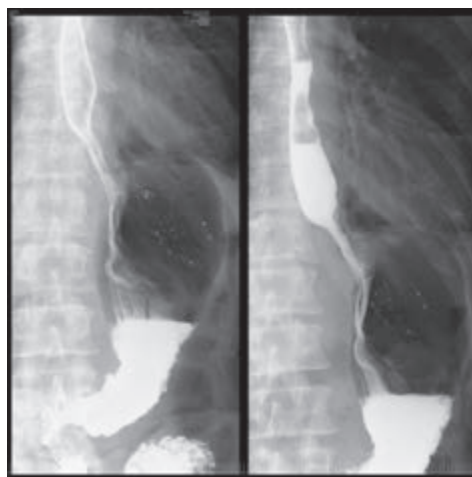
Рентгенконтрастное исследование пищевода желудка на 20-е сут после операции
